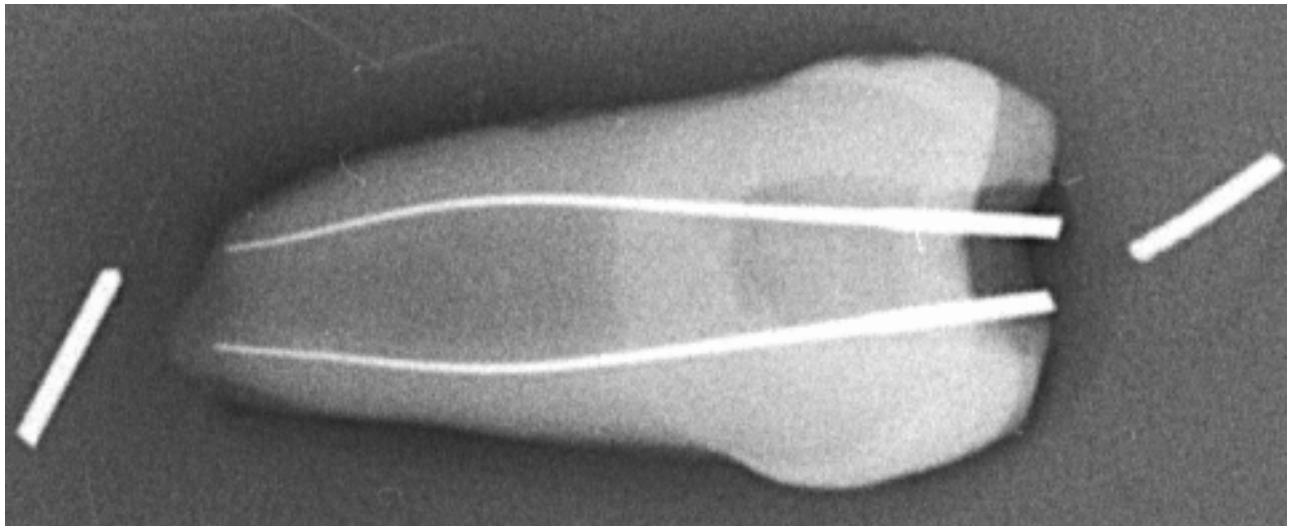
Röntgenbild vor Bearbeitung des Kanals. Die Silberstifte koronal und apical des Zahnes dienen als Positionierungshilfen zur späteren Überlagerung der Vorher-/Nachherbilder am PC-Bildschirm.
